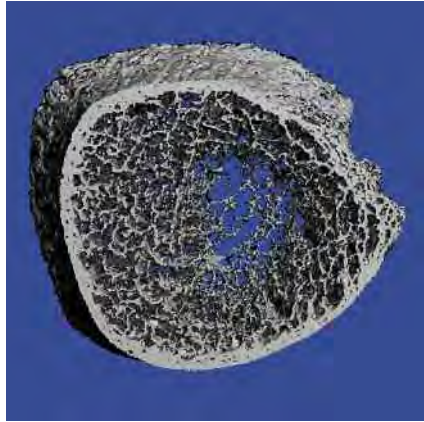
Unterschenkel (links) und Unterarmknochen (rechts) im XTreme CT® eines 49jährigen Vegener mit Untergewicht (Minimalgewicht 42kg). Der Patient war als Jugendlicher Leistungssportler. Auffallend ist die für einen Mann ungewöhnliche Auflockerung der Trabekelstruktur.
